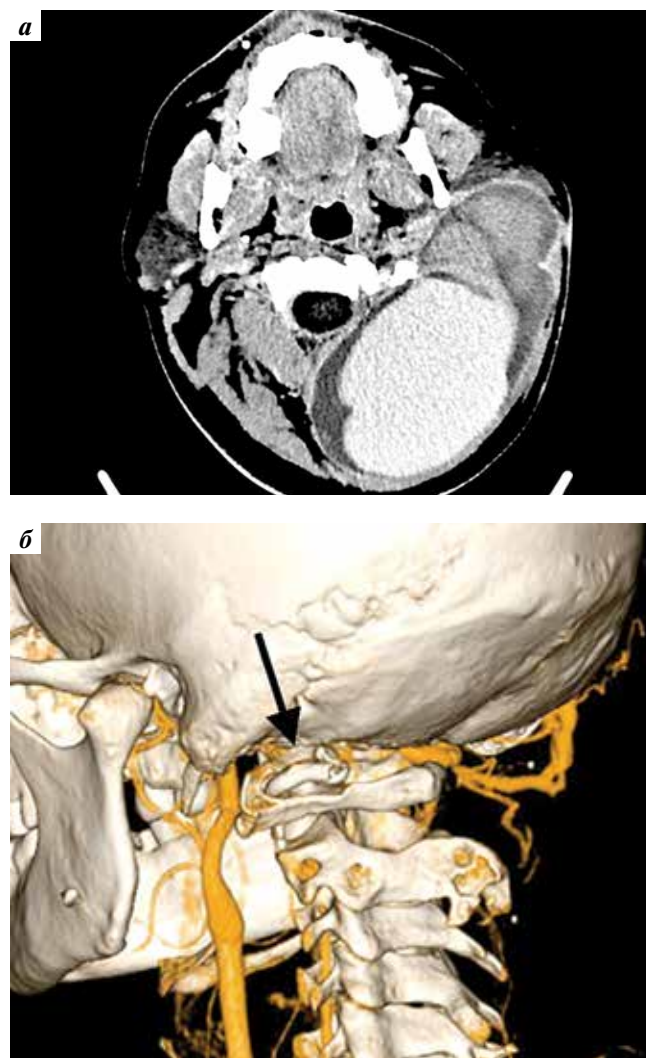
Компьютерно-томографическая ангиография пациента С., 27 лет: а — гигантская псевдоаневризма V3-сегмента левой позвоночной артерии с признаками экстравазации контрастного препарата, окруженная частично лизированной гематомой; б — в области V3-сегмента визуализирован стент с признаками деформации (указан стрелкой)
